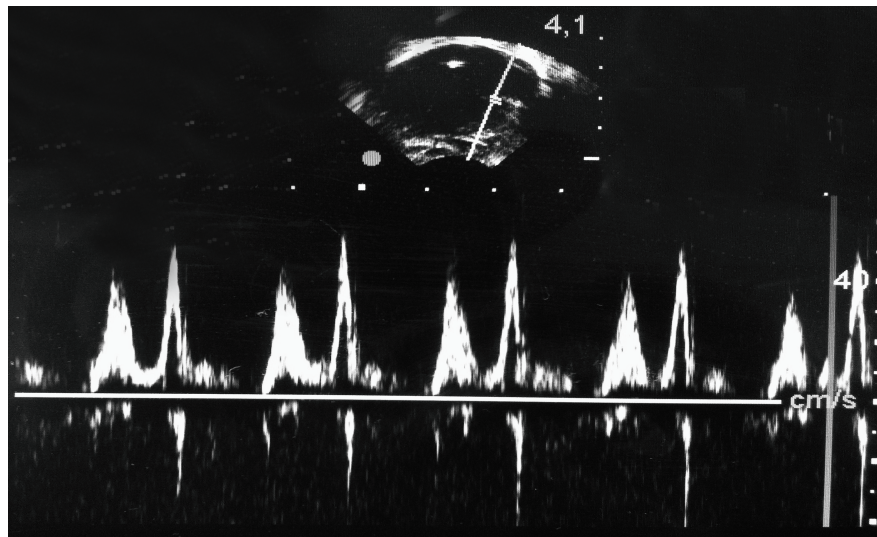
Doppler pulsado a nivel de la válvula mitral. Proyección apical cuatro cámaras. Modelo experimental.*
